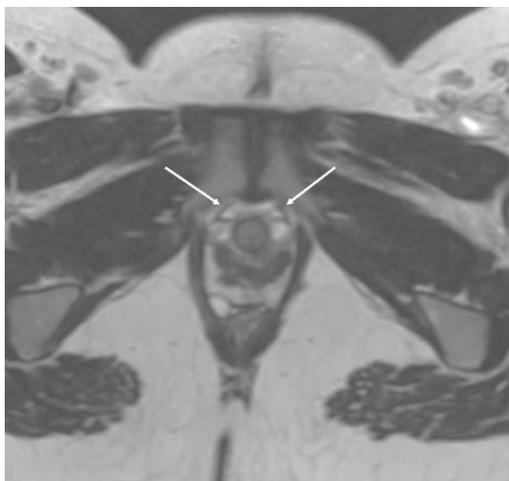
МРТ в аксиальной плоскости Пациентки Г. без дизурических расстройств. Стрелки – неизменные пубоуретральные связки
